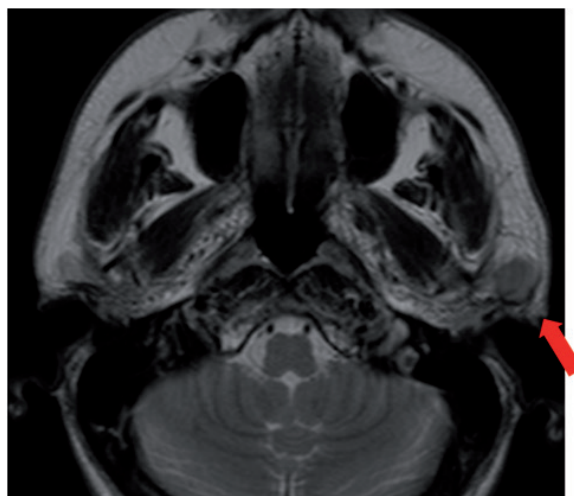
Banderas rojas al evaluar la glándula parótida: señal hipointensa en T2. Corte axial de RM, secuencia T2. Paciente masculino de 47 años con antecedente de melanoma en tratamiento. Se visualiza en relación a la glándula parótida izquierda una imagen nodular con señal hipointensa respecto al tejido glandular en secuencia T2 (flecha). Figura 6. Cortes coronales de RM, secuencia T2 (a) y secuencia STIR (b). Paciente con antecedente de linfoma de bajo grado. Se visualiza lesión nodular, heterogénea en la cola de la glándula parótida derecha, de señal muy similar a la de la glándula en T2 (flecha verde), la misma resulta muy evidente al saturar la grasa parotídea normal (flecha roja).
